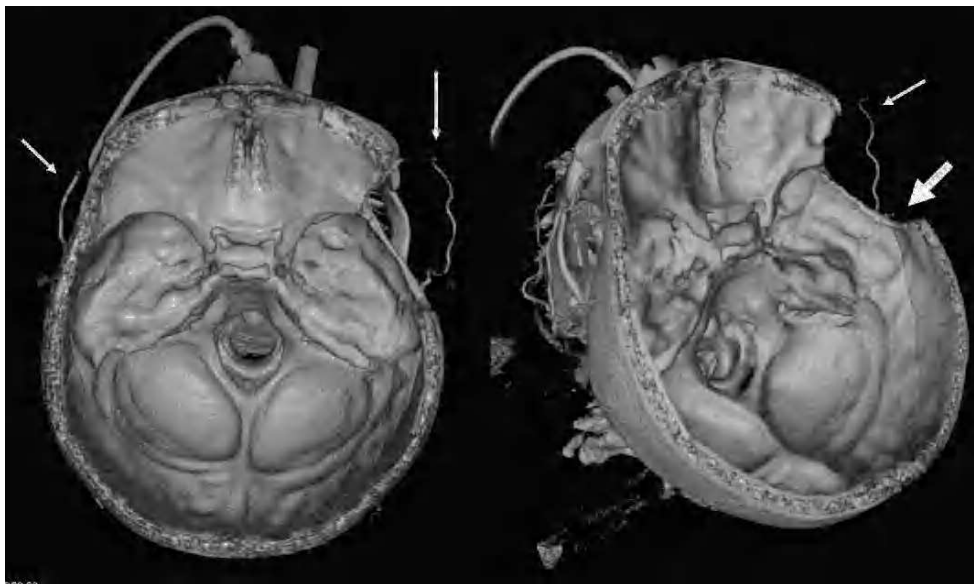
Angio-tomografía computarizada que demuestra la ausencia de circulación intracraneal. Las flechas finas indican las ramas arteriales de la arteria carótida externa y la flecha gruesa la craneotomía.
